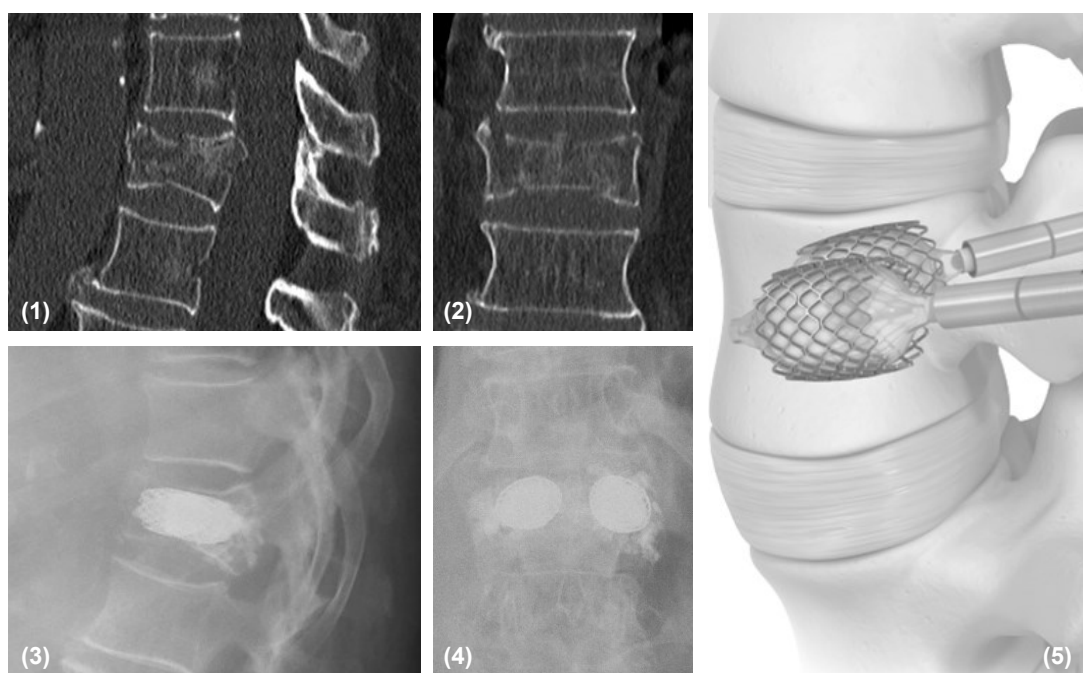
Evolução imagiológica da altura do corpo vertebral – TC pré-operatória, plano sagital mediano (1) e coronal mediano (2); radiografia toracolombar pós-operatória, plano sagital (3) e coronal (4); ilustração de um sistema VBS® (5).
